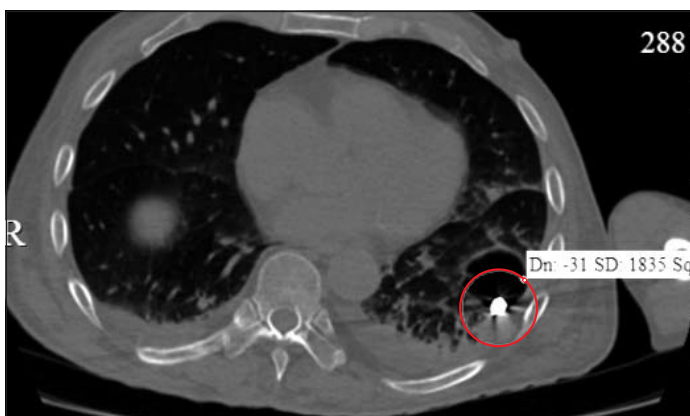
КТ органов грудной клетки, брюшной полости, таза в костном режиме: металлический стержень длиной 13 см от середины селезенки перфорирует левый купол диафрагмы, заканчивается в левом легком (горизонтальная плоскость)
